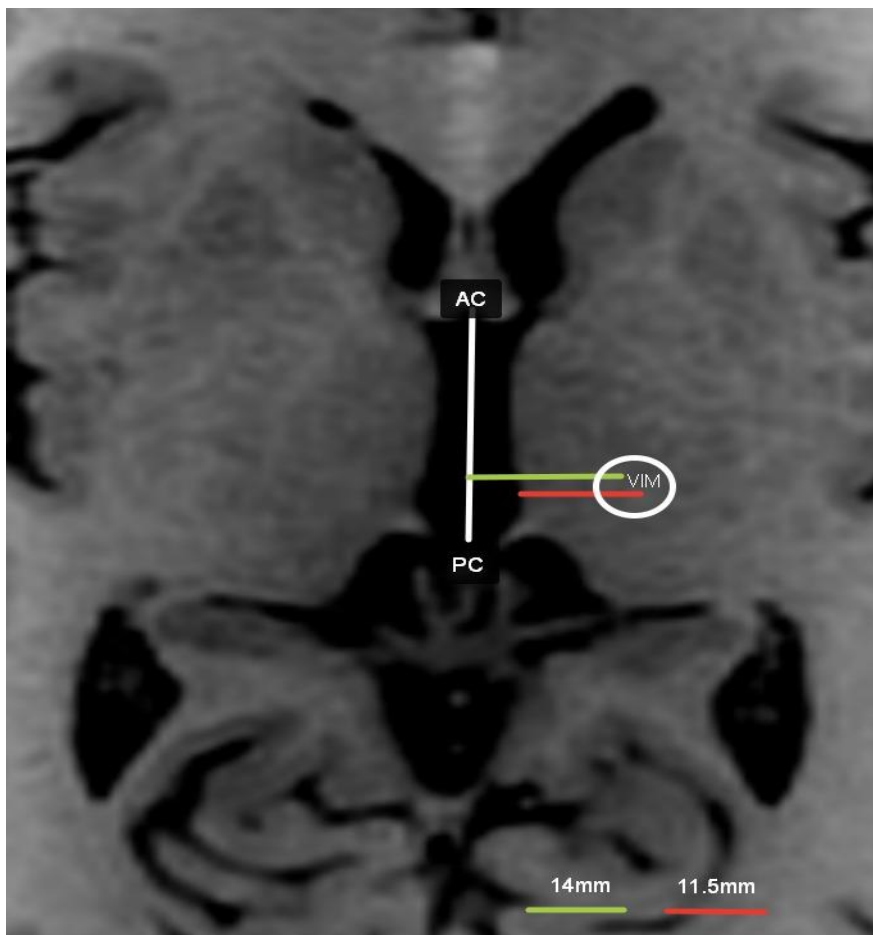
МРТ головного мозга в аксиальной плоскости с определением области VIM ядра относительно линии AC-PC.
